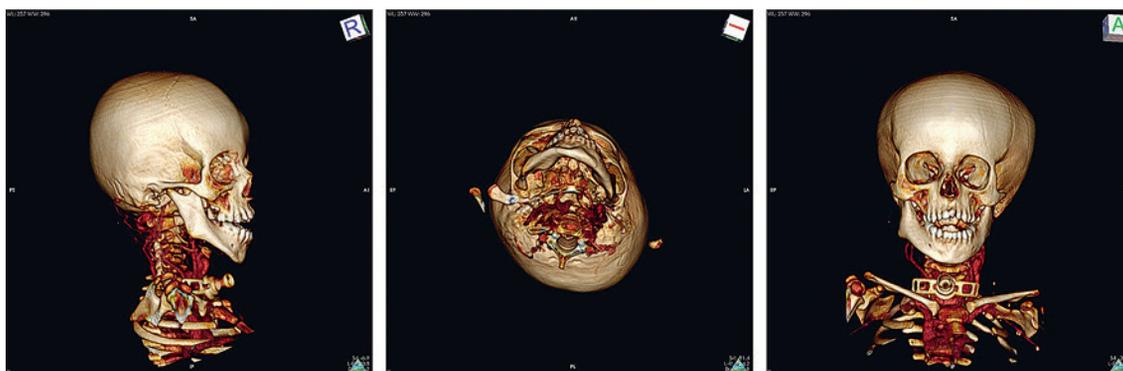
(а, б, в). КТ. Трехмерная реконструкция черепа. Определяется сочетанная деформация челюстей, деформация свода и основания черепа
